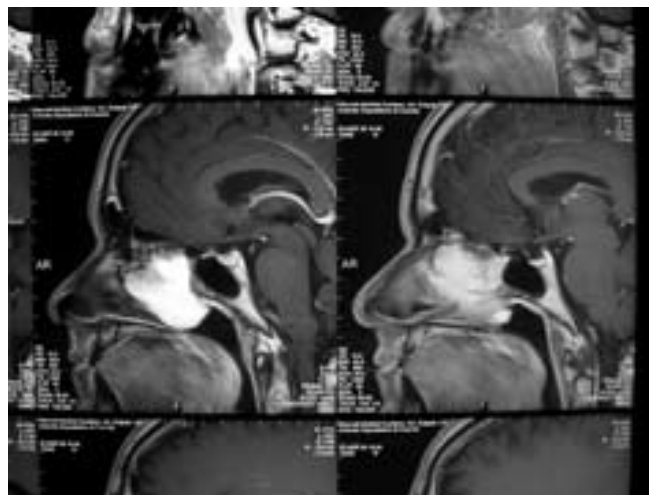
RM pre-intervento
